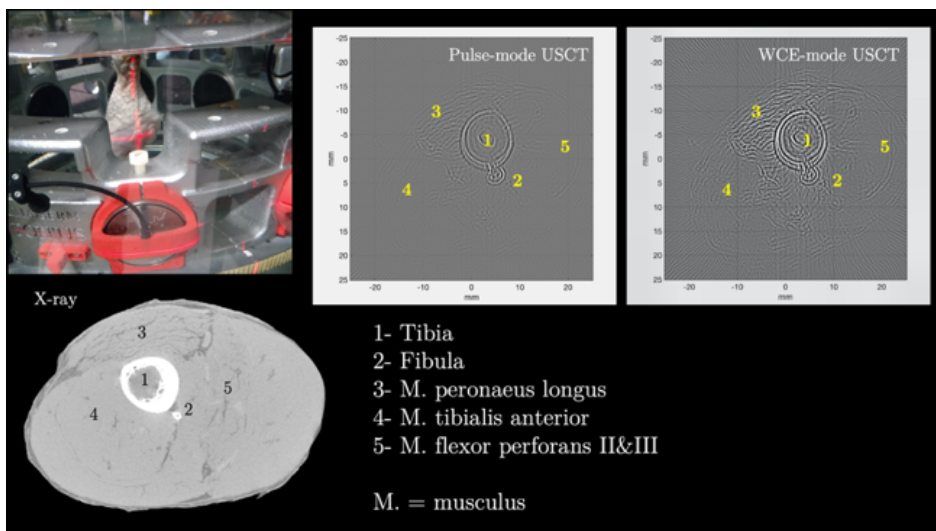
Tomographie ultrasonore en diffraction à 1 MHz d'un pilon de poulet complet
